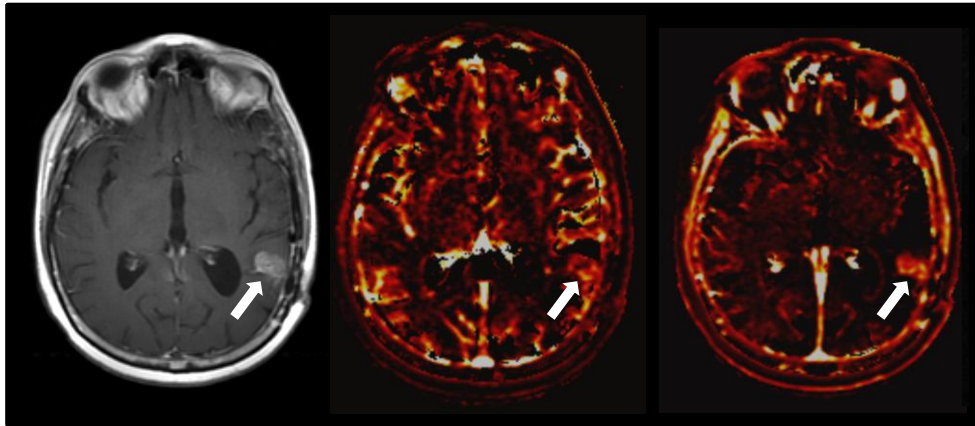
RM axial potenciada en T1 tras la administración de contraste paramagnético demostrando un glioblastoma temporal izquierdo (izquierda). Mapas paramétricos correspondientes demostrando aumento de los valores de volumen plasmático (centro) y permeabilidad capilar (derecha).
